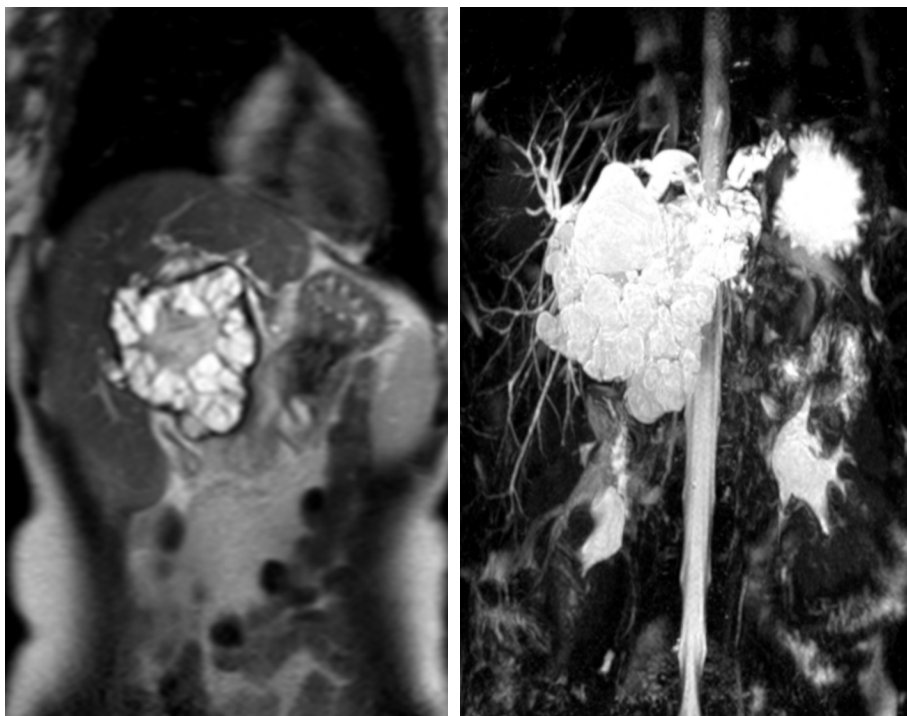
RMN y ColangioRMN: Muestran gran quiste hepático, dilatación de vía biliar intrahepática izquierda
